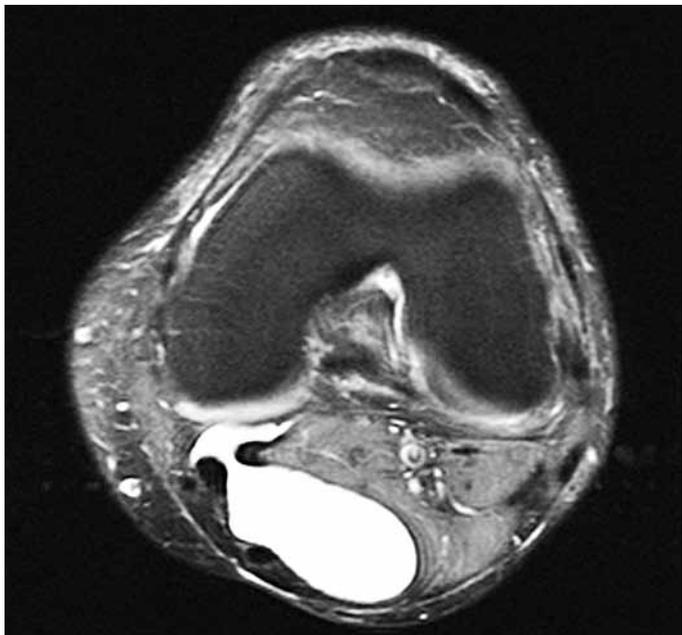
Imagem de corte axial de exame de ressonância magnética do joelho, ponderada em T2, observando-se presença de cisto de Baker.
